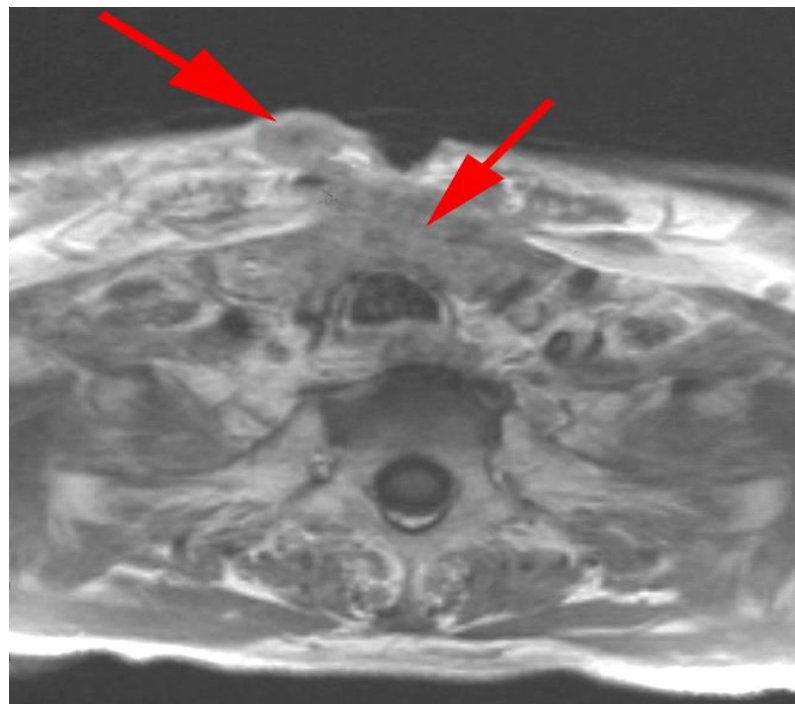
MRT einer Metastase im Stomagebiet nach TLT (aus: Aust et al., 2007)
